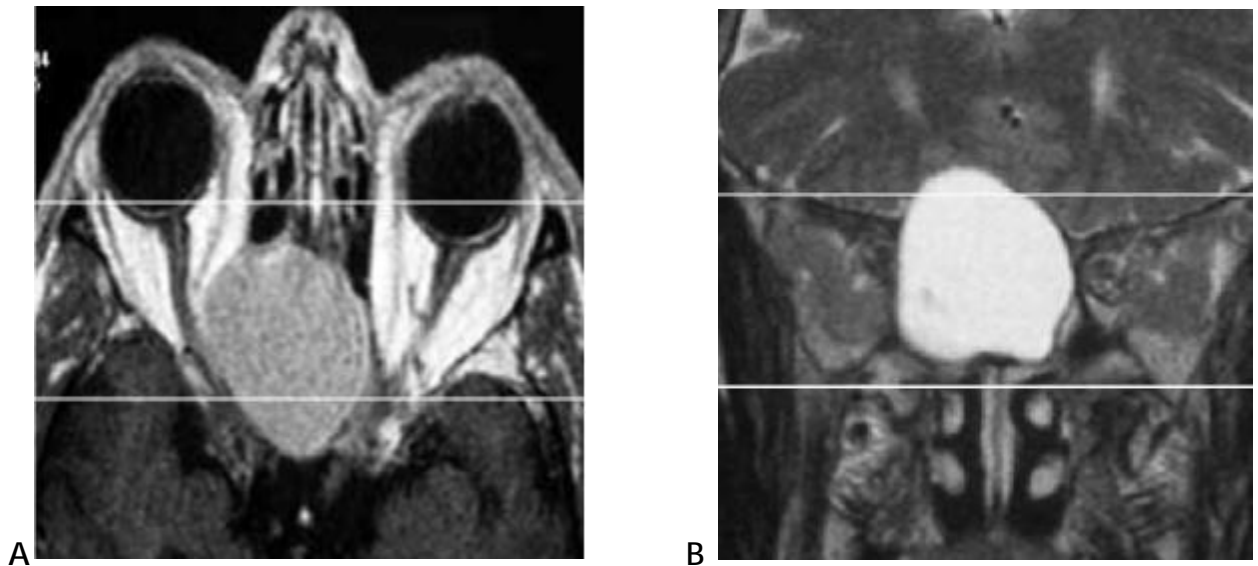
IRM du massif facial en coupe axiale T1 (A) et coupe coronale T2 (B) montrant une mucocèle sphénoïdale en hypersignal T1, hypersignal T2. L'hypersignal T1 traduit le caractère déshydraté, vieilli de la mucocèle [23].
